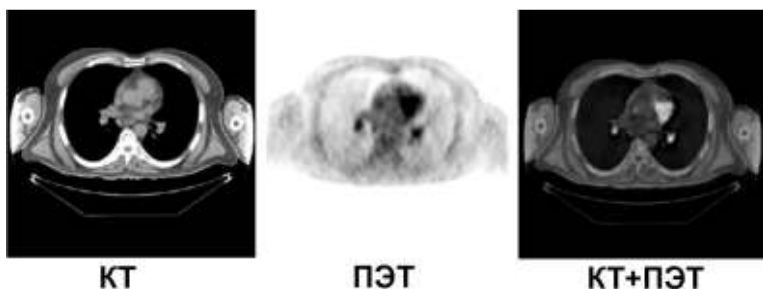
Результаты одновременного использования методов КТ и ПЭТ.
